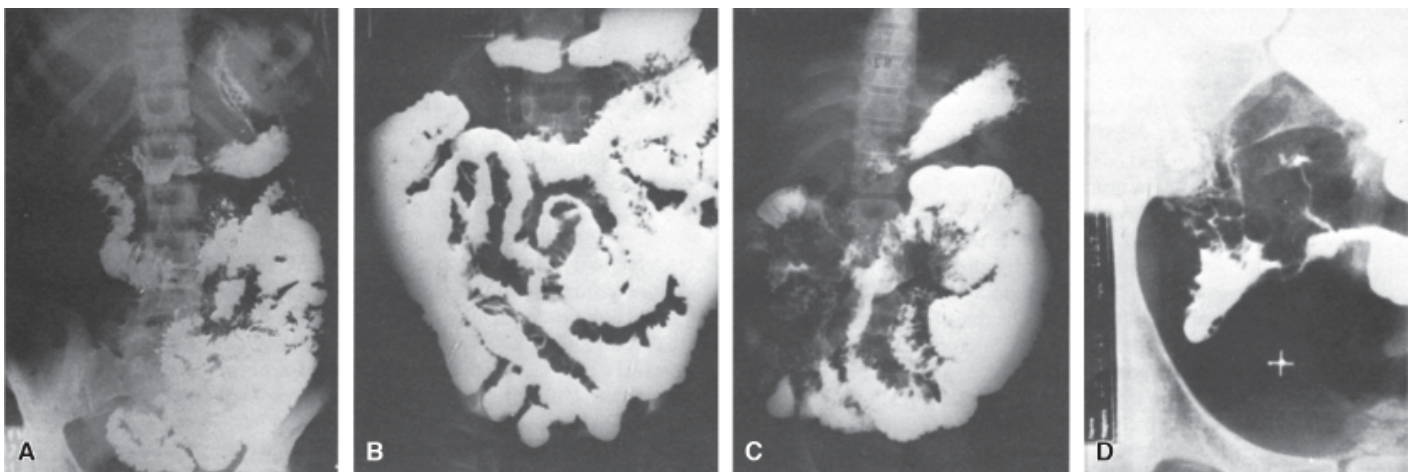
Radiografias contrastadas do intestino delgado. A. Alterações do relevo mucoso determinadas por espessamento edematoso da mucosa do intestino delgado proximal, incluindo duodeno, em paciente com *estrongiloidíase*. B. Irregularidades de contornos das alças com espículos (úlceras), áreas de estreitamento e aumento da espessura das paredes (alças afastadas umas das outras) em caso de *blastomicose*. C. Irregularidades nos contornos e imagens de nódulos em paciente com *linfoma primário do intestino delgado*. D. Região do íleo terminal onde pode ser notada a imagem em pedra de calçamento (*cobblestones*) e de uma fístula em caso de *doença de Crohn*.
